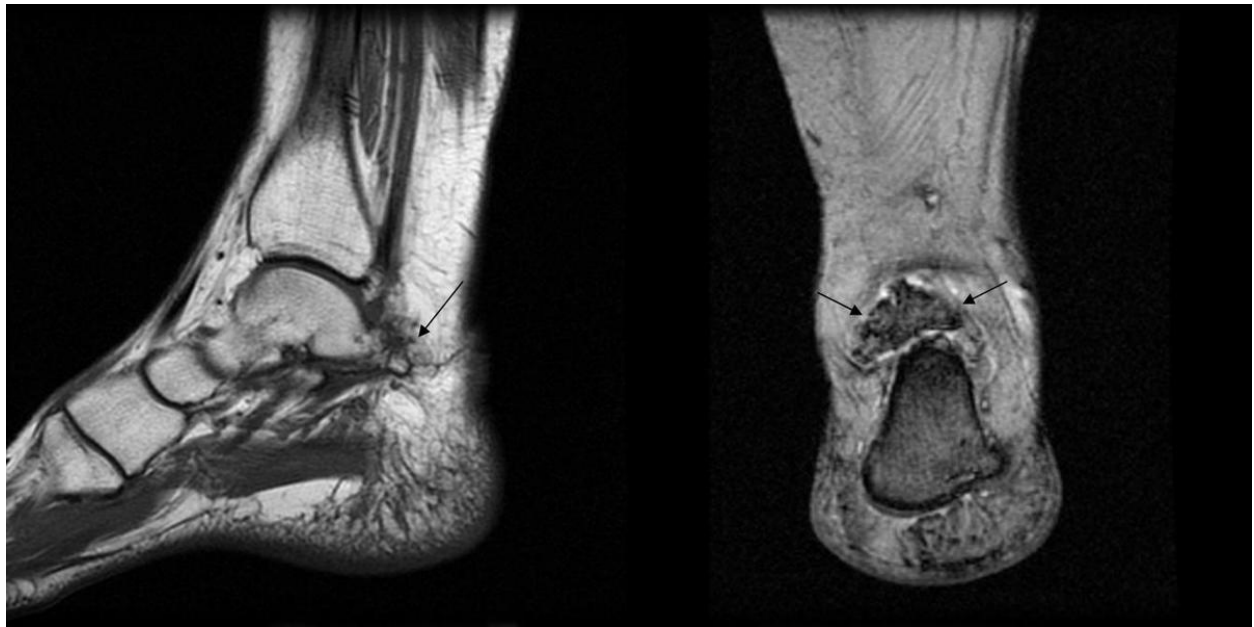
Os trigonum. RM. Corte sagital T1 y coronal T2 eco de gradiente.
